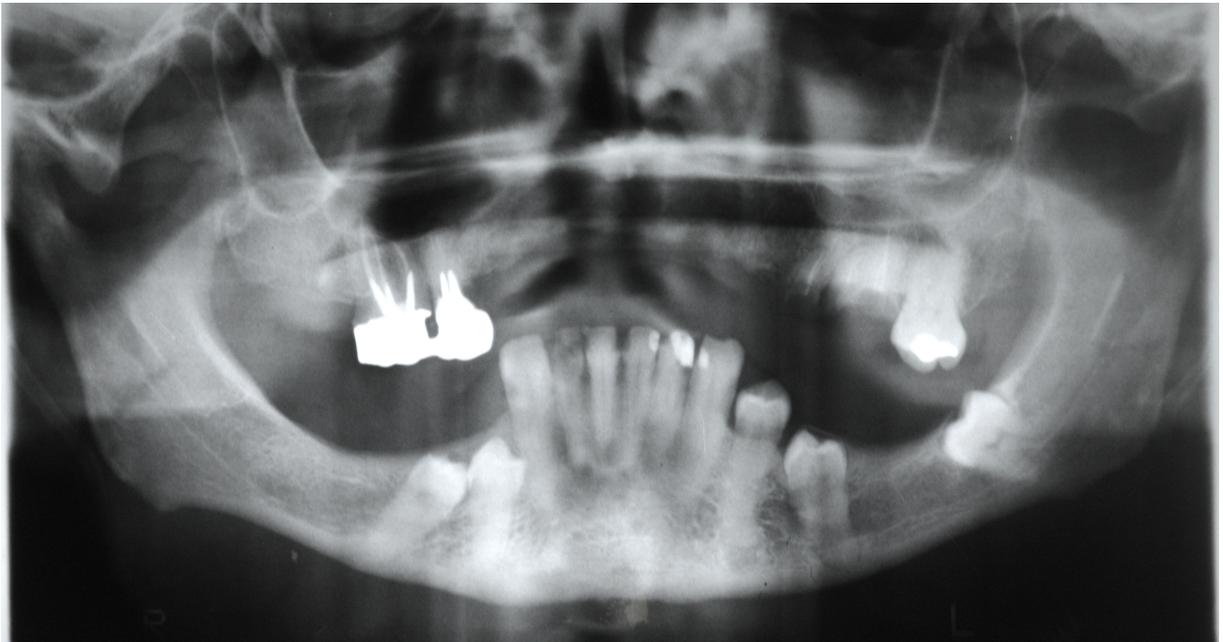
Radiografia pré-operatória realizada em 16/10/2008.
